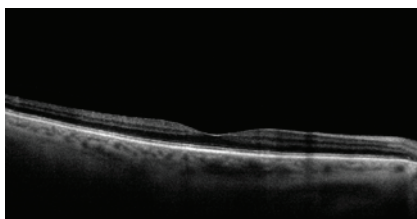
ОКТ томография пациента Н., 1-е сутки после нидлинга (RTVue-100, OPTOVUE США).
